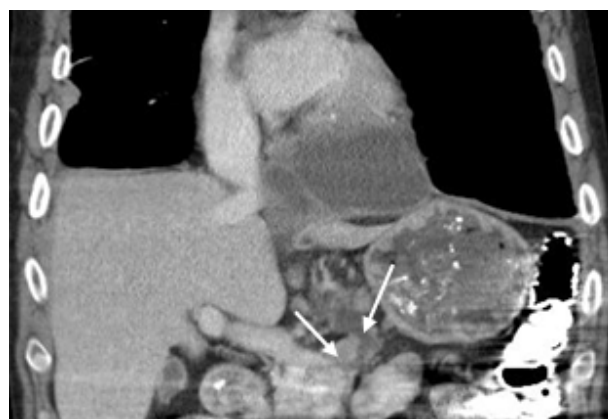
МСКТ брюшной полости с контрастированием. Косая коронарная реформация.
